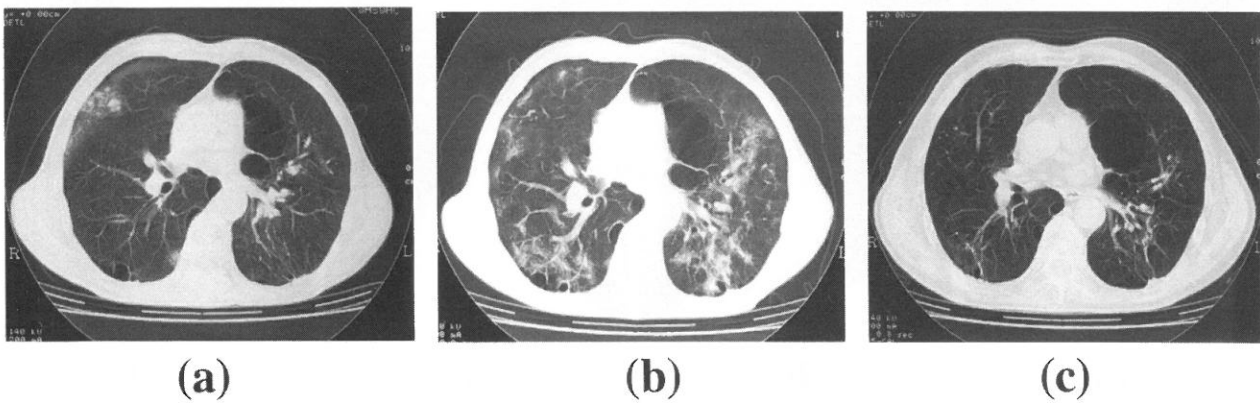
Changes of chest CT images
